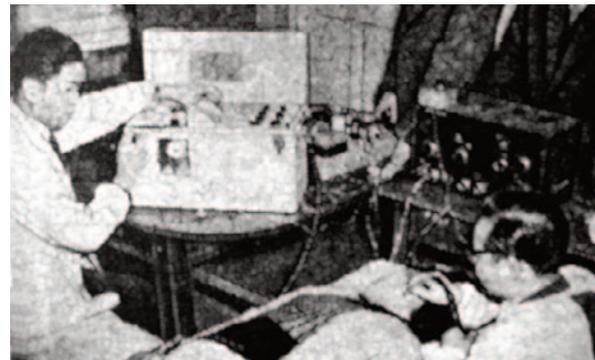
Shigeo Satomura (rechts) und Ziro Kaneko bei dopplersonographischer Untersuchung am Hals
